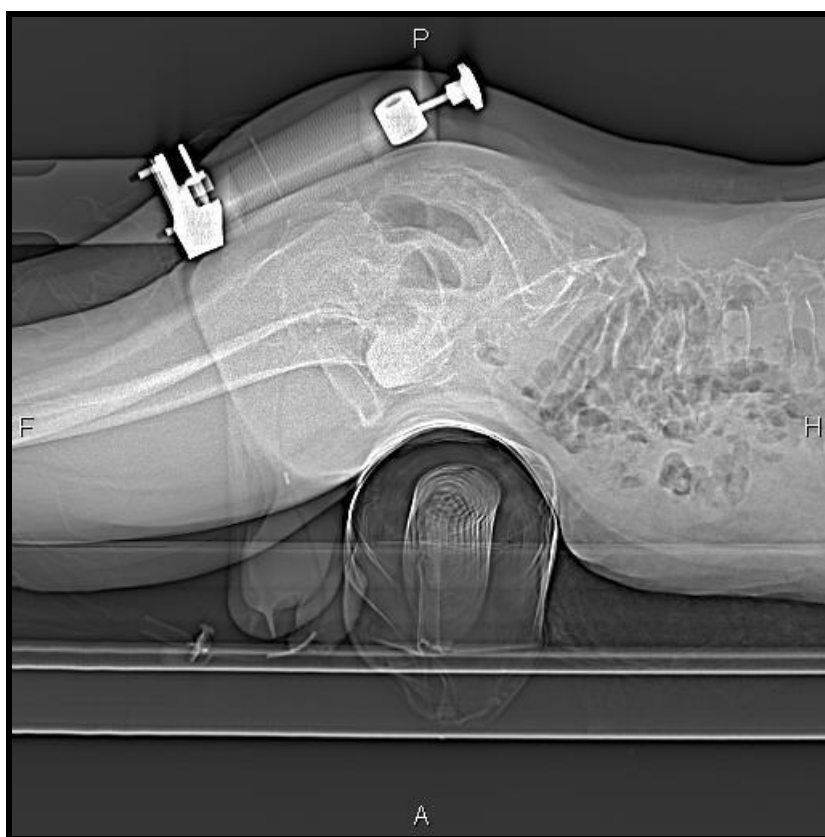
Положение пациента на столе компьютерного томографа.
